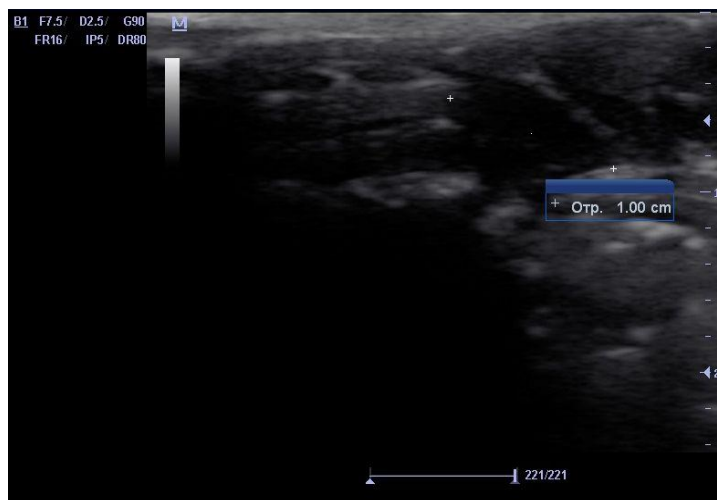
Третья серия, опыт №6. УЗИ модели «остаточной» полости, 25 сутки после операции.
